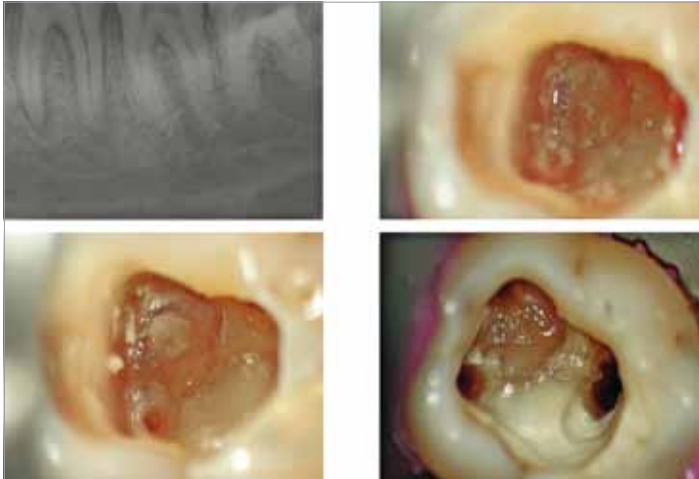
Der Patient kommt mit akuten Zahnschmerzen am Zahn 36 (Röntgenbild l. oben = LO). Die Primäreröffnung zeigt eine hoch akut entzündete Pulpa (r. oben und l. unten) und mesial zierliche Orifizien, die mittels rotierender NiTi-Feilen erweitert werden. Nach Einsatz von Gates-Glidden-Bohrern lassen sich die beiden mesialen Kanäleingänge und der distale Kanal bereits bei der Notfallbehandlung zügig recht weit darstellen (r. unten).
